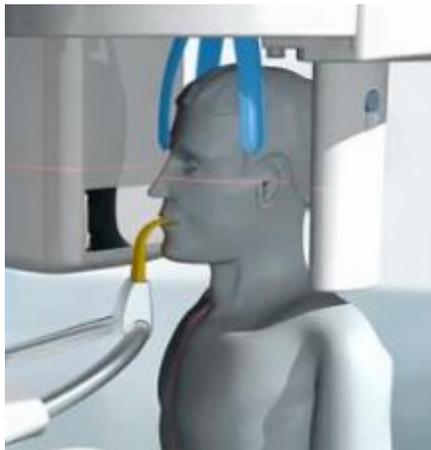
2 Radiografía Panorámica
